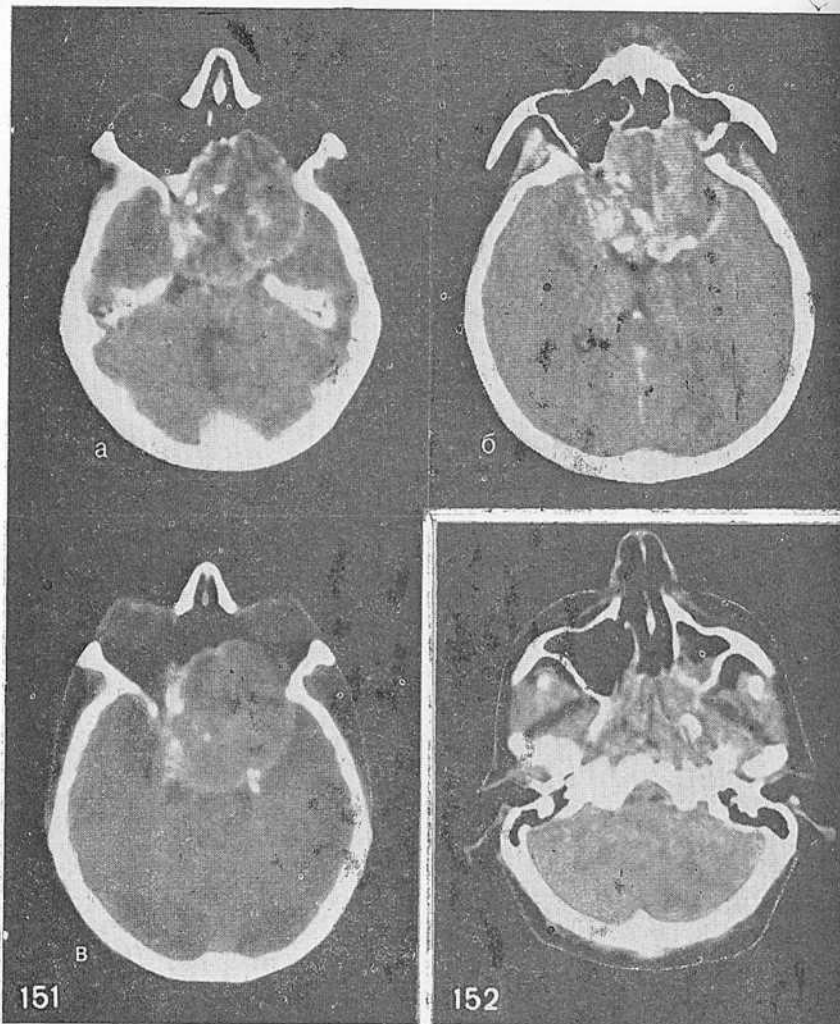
Серия КТ срезов (а, б, в) больного с гигантской эндосупрараантеселлярной аденомой гипофиза и преимущественным ростом в левую орбиту, решетчатый лабиринт и полость носа.
